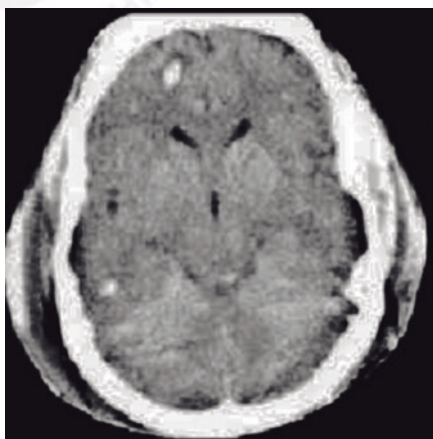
Tomografía de cráneo con lesión axonal difusa. Se observan petequias a nivel de la sustancia blanca, el cuerpo calloso y el tectum mesencefálico.
